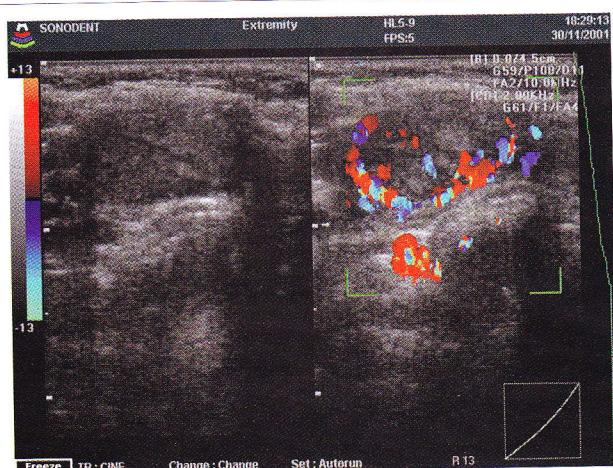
Carcinom papilar tiroidian. Examinare în scara gri (jumătatea stângă a imaginii) și Doppler color (jumătatea dreaptă a imaginii).
